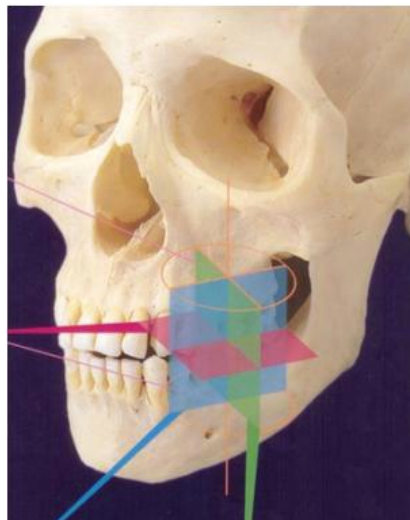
Imagen CBCT con FOV de volumen limitado.^(10)
